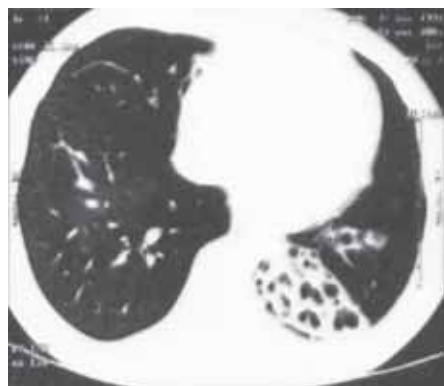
Компьютерная томограмма пациента с ОБ. Повышение воздушности легочной ткани, фиброателектаз нижней доли левого легкого, бронхоэктазы в нижней доли левого легкого и в средней доли правого легкого
